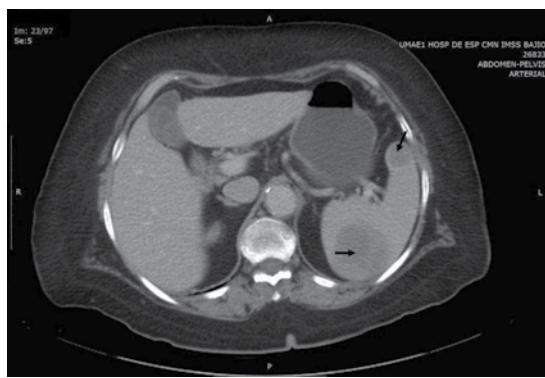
Corte axial de tomografía computada de abdomen en fase simple, en la que se aprecian dos lesiones esplénicas (flechas) aun incluso sin la administración de medio de contraste.
